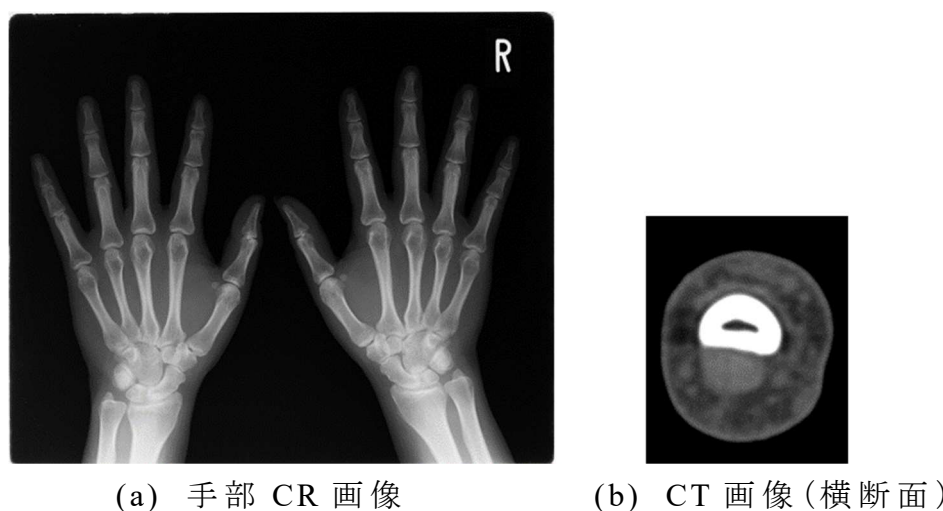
解析対象とする手部 CR 画像と指の CT 画像
